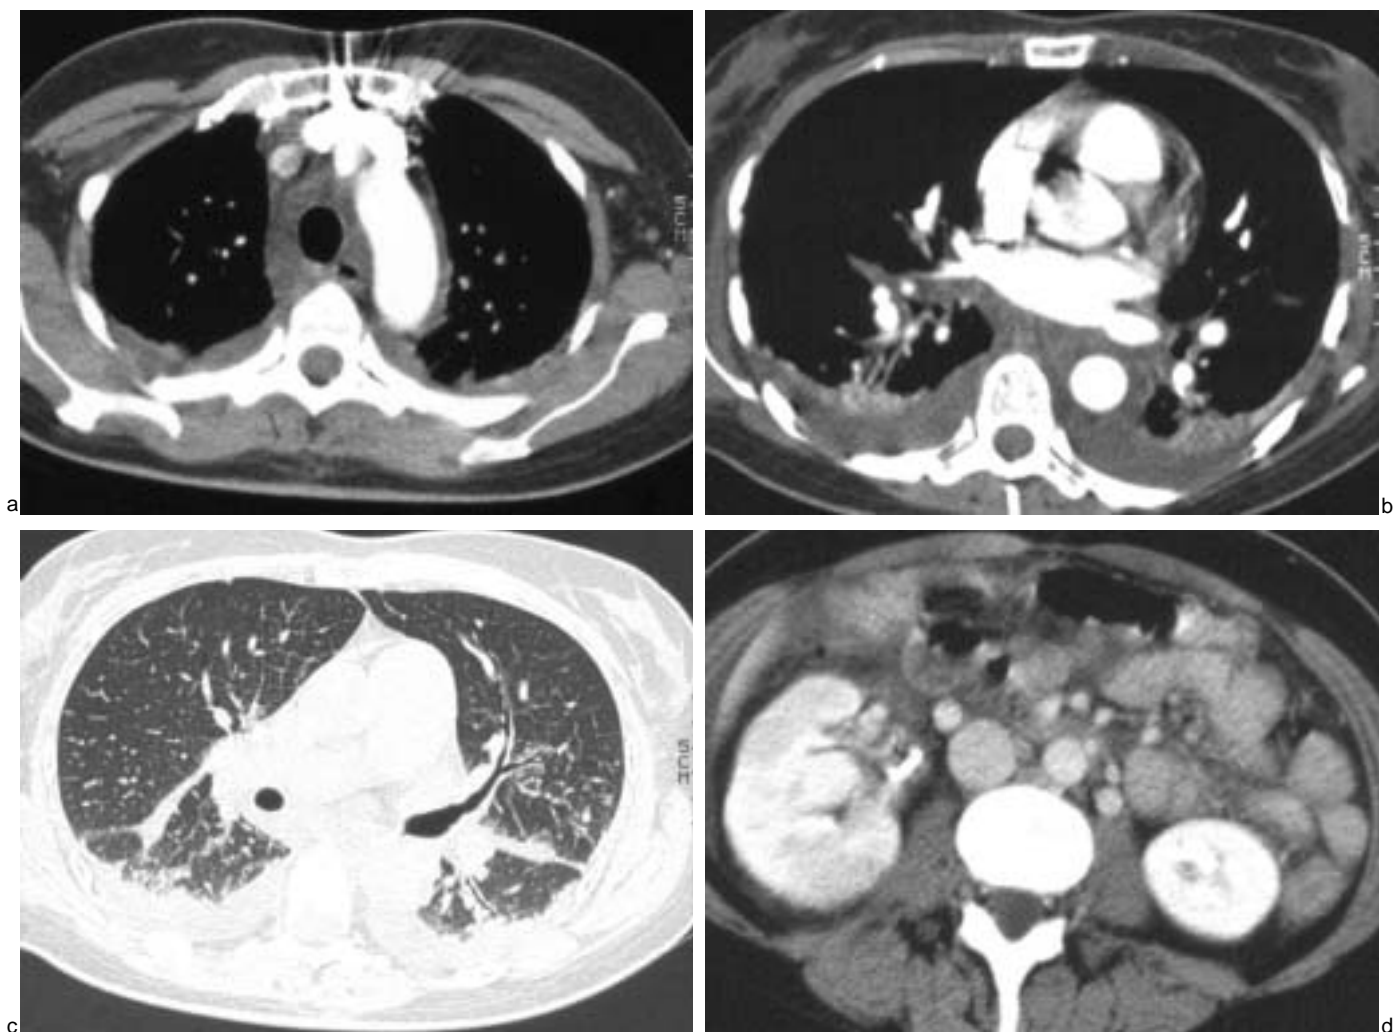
TDM thoraco-abdominale.
